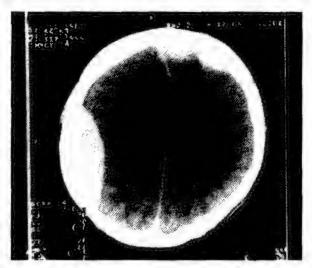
Компьютерная томограмма головного мозга. Видны множественные эпидуральные гематомы в виде гиперденсной линзообразной зоны, прилегающей к кости над правой теменной додей с признаками дислокации желудочковой системы (сдавление правого бокового желудочка, смещение серпа мозга влево). Над левой добной долей определяются две небольшие по объёму эпидуральные гематомы
